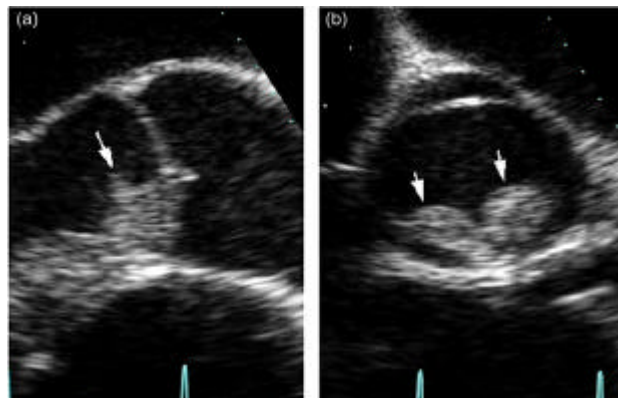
Mixoma de la válvula aórtica. Ecocardiograma Transesofágico. Mixoma a nivel de la valva no coronariana (a) y no coronariana y coronariana izquierda (b). Extraído de Interactive Cardiovasc Thorac Surg. 2012;15:560.
